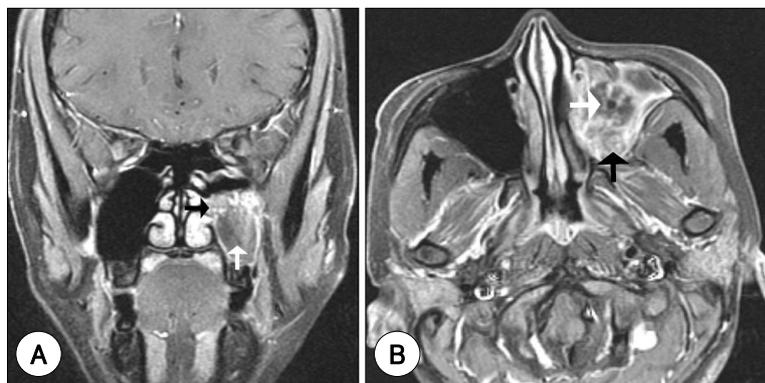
MRI scans of the PNS. The mass shows heterogeneous gadolinium-enhancement in T1-weighted coronal (A) and axial (B) image. Black arrow : vascular mass, white arrow : hematoma.
